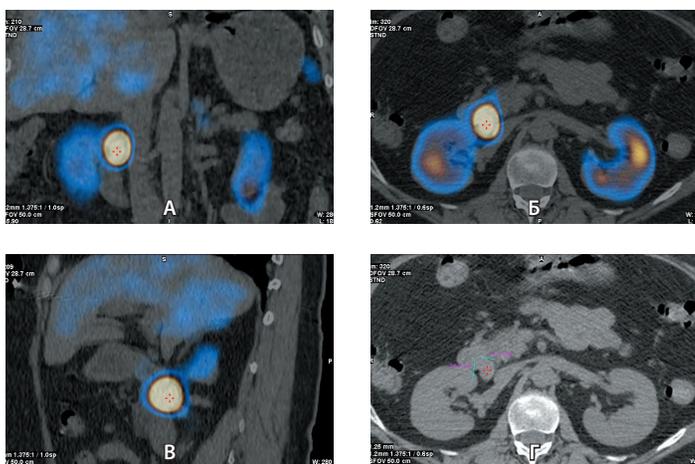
А–В – визуализация при однофотонной эмиссионной компьютерной томографии/ компьютерной томографии (ОФЭКТ/КТ) с Тектротидом (^{99m}Tc-EDDA-ТОС) нейроэндокринной гастринсекретирующей опухоли поджелудочной железы. Анализ крови: гастрин > 1000 пг/мл (13–115 пг/мл), хромогранин А – 1625 нг/мл (< 100 нг/мл); Г – визуализация проекции Б на КТ (без режима ОФЭКТ/КТ)
